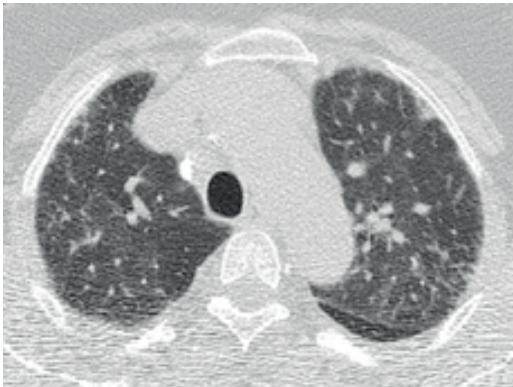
Olgu 2'nin PAAG ve toraks BT görüntüleri
